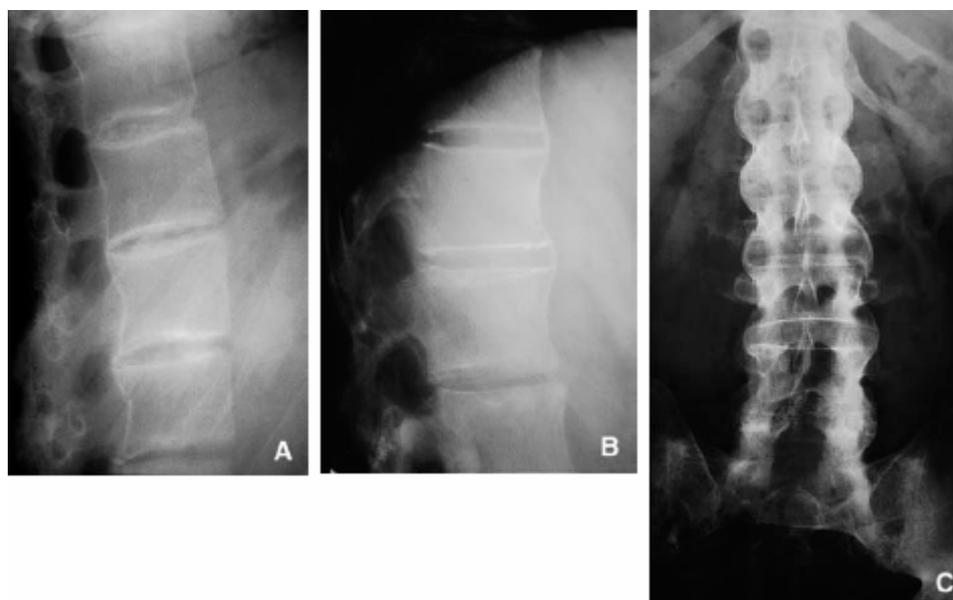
Aspects radiographiques vertébraux dans les spondylarthropathies.
